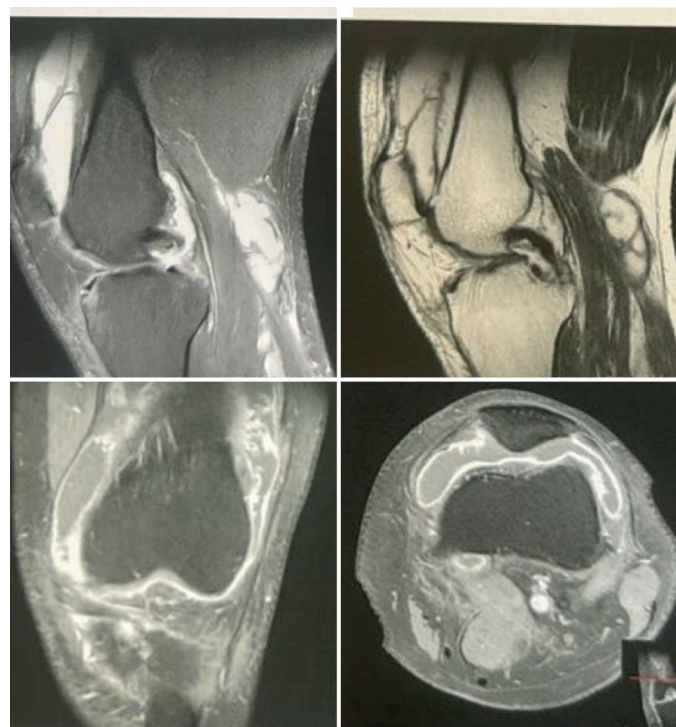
Ressonância magnética do joelho esquerdo cortes sagital em T1 e T2, coronal em T2 e axial em T2, evidenciando a metaplasia lipomatosa da membrana sinovial em joelho esquerdo.
